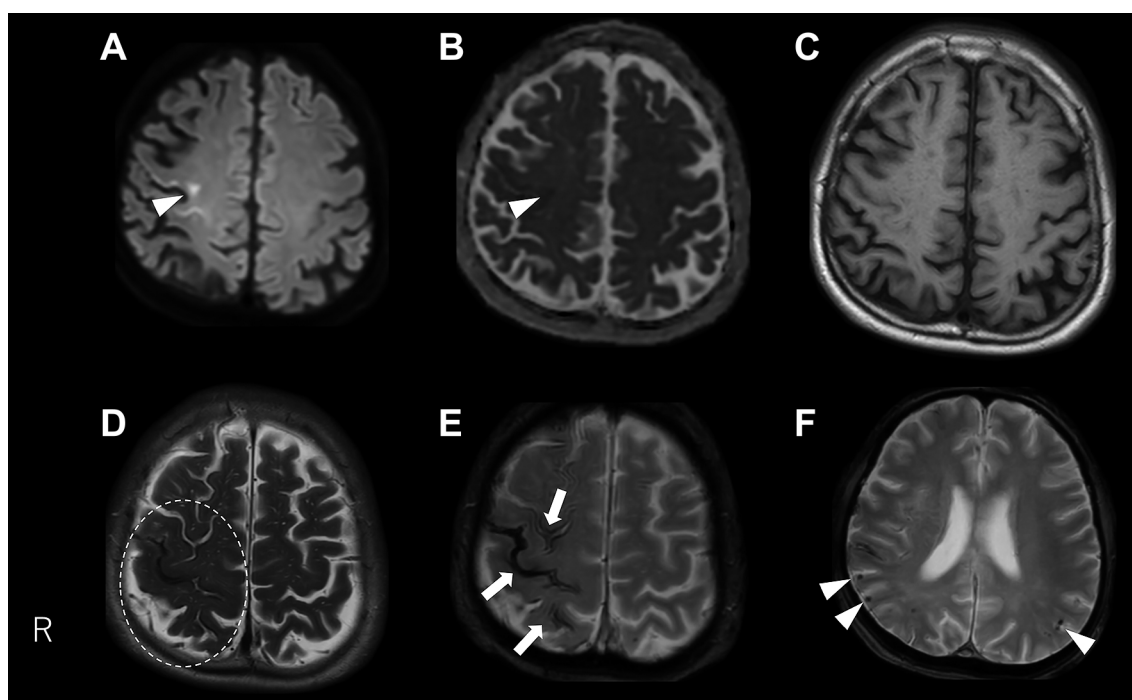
Brain MRI findings at the second episode of migratory left-sided paresthesia.
